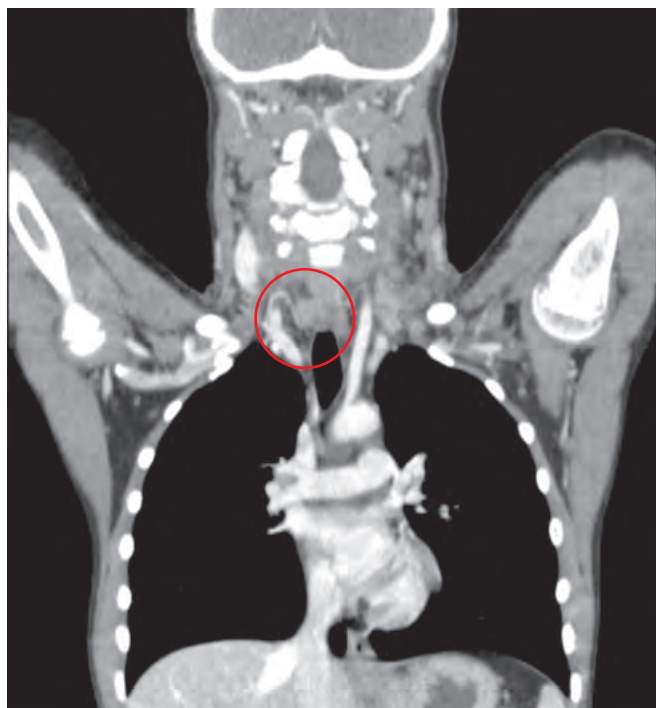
КТ органов грудной клетки с контрастным усилением на момент первичной диагностики: образование нижней ПЩЖ справа размерами $8 \times 8 \times 10$ мм
